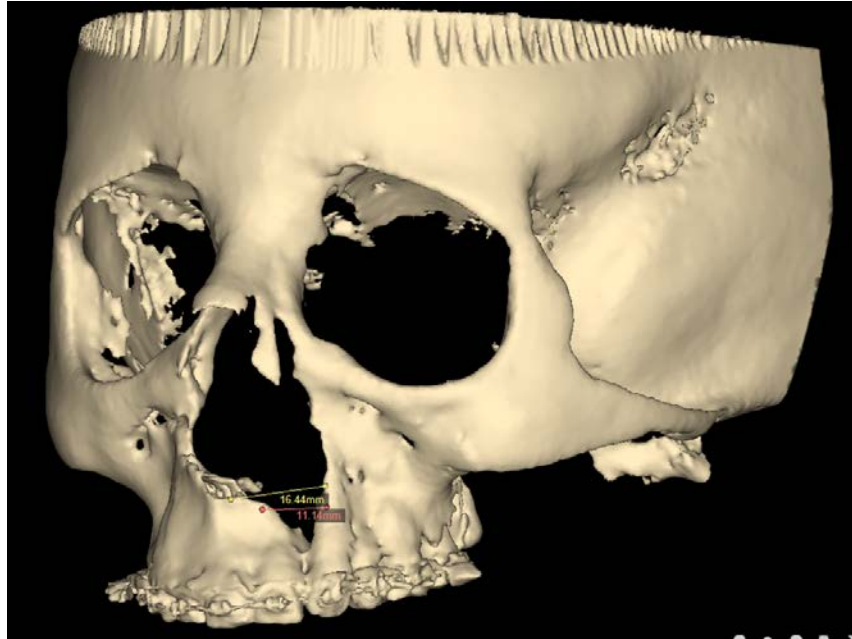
Tomografía con medición del defecto óseo. Cortesía del Esp. Raymundo Ramírez Lugo.
